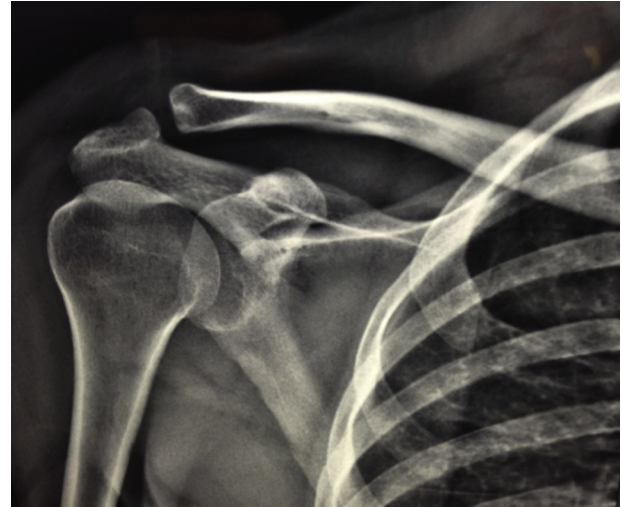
Radiografia na incidência AP que mostra uma área de esclerose na região distal lateral da clavícula.
